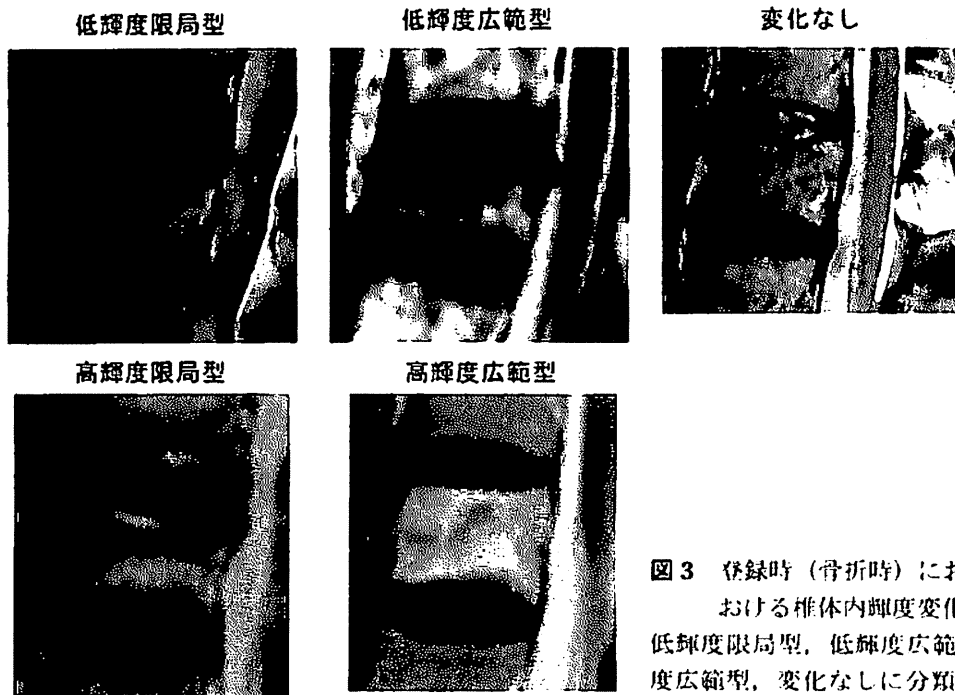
登録時（骨折時）におけるMRI-T<sub>2</sub>強調画像における椎体内輝度変化の分類
